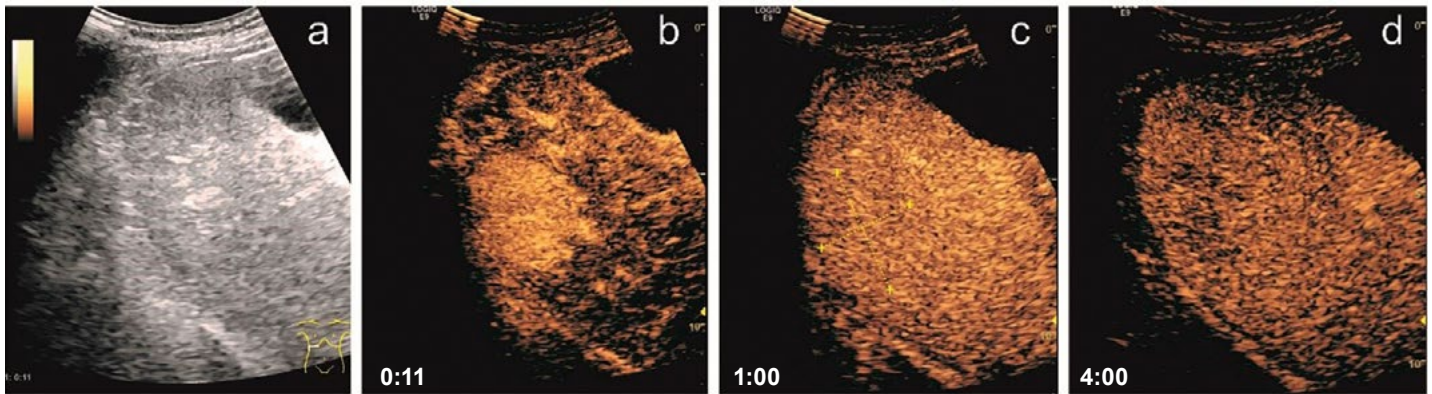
KM-Sonografie der größeren Läsion in Segment VI, im B-Bild kaum abgrenzbar (a). Die Leberläsion zeigt ein arterielles Hyperenhancement in der arteriellen Phase (b), ist anschließend iso-enhanced in der portal-venösen Phase (c) und weist in der Spätphase nach vier Minuten ein mildes Wash-out auf (d).
